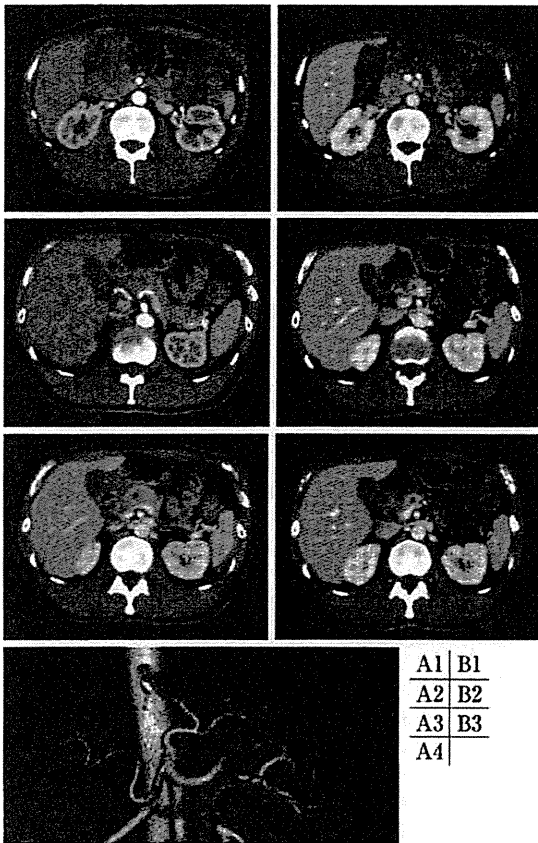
腹部造影CT検査所見(A: 初診時, B: 術前化学療法後)
